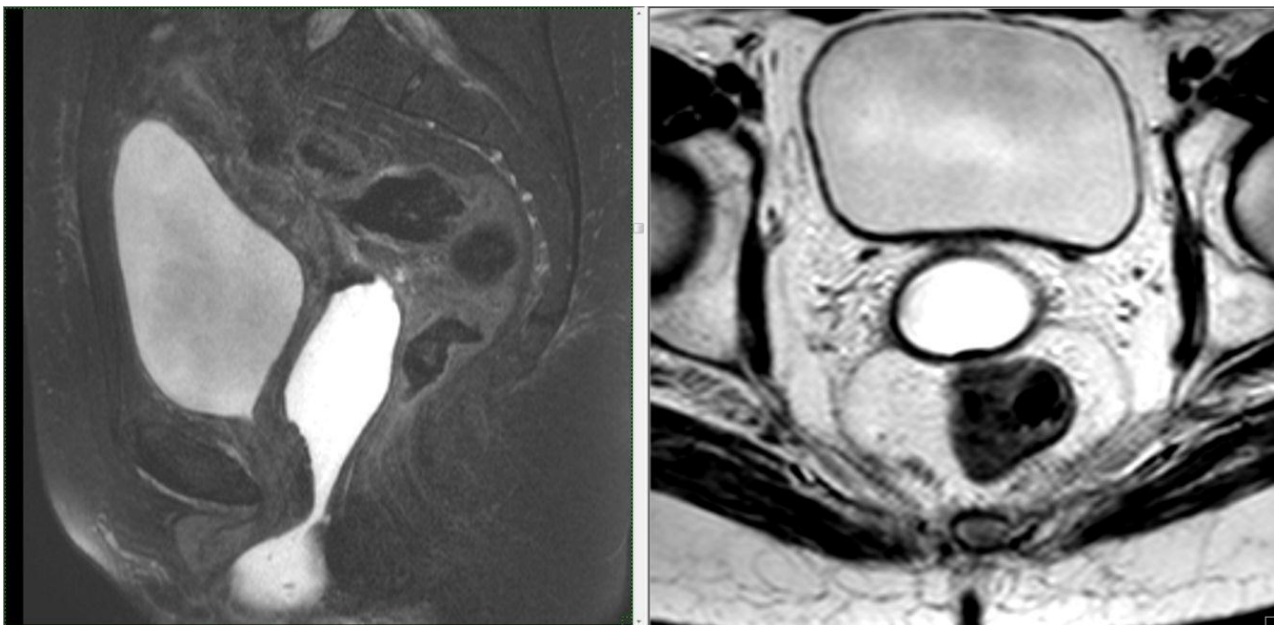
МРТ малого таза пацієнтки після першого етапу поєднаної променевої терапії.
